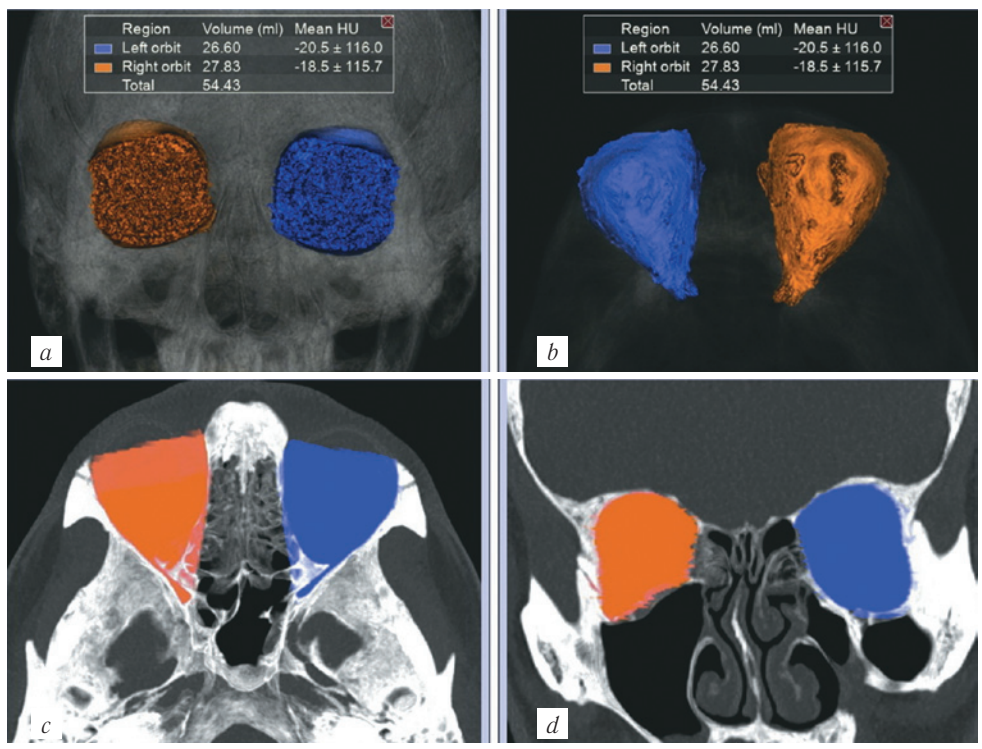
МСКТ, средняя зона лица, костный режим. 3D-реконструкция (a), аксиальная (b, c) и коронарная (d) реконструкции. Сравнение значений объёмов обеих орбит
